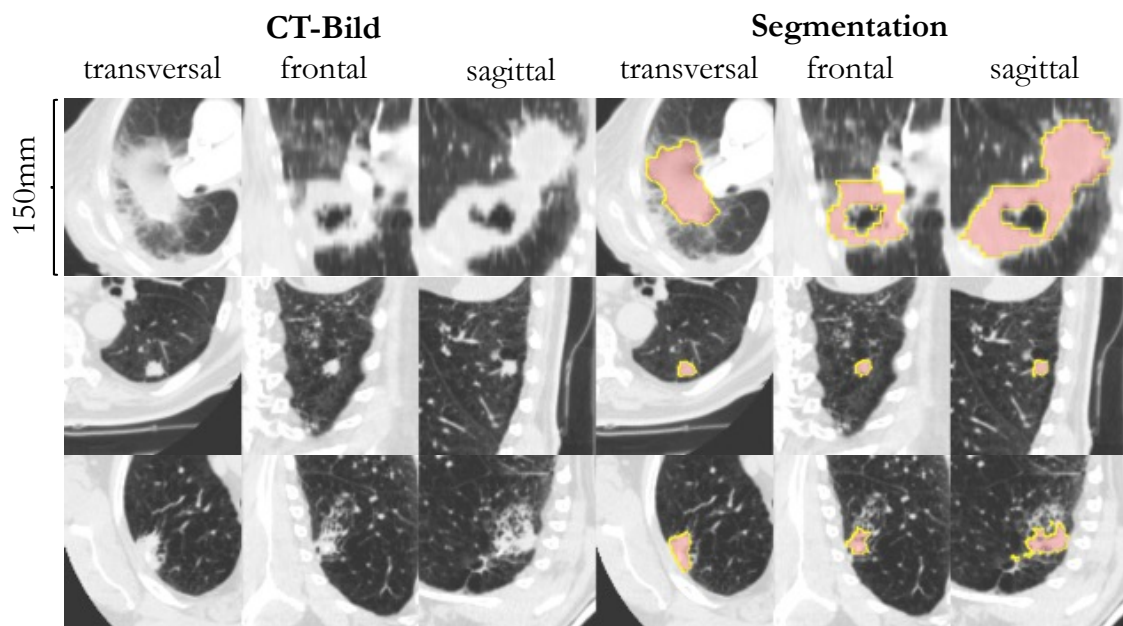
Ergebnis der semi-automatischen Segmentation. CT-Schnitte von drei Lungentumoren in transversaler, frontaler und sagittaler Ebenen vor (linke Seite) und nach semi-automatisierter Segmentation mit entsprechend eingezeichneter Maske (rechte Seite).
